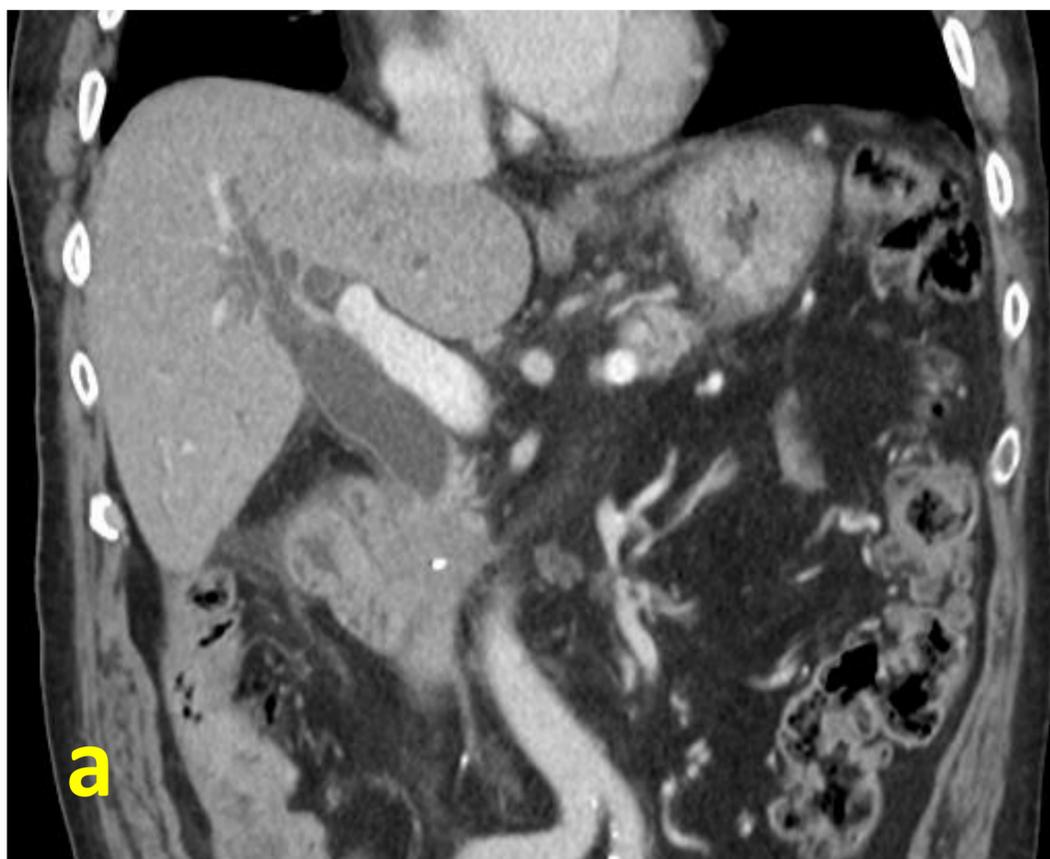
Estenosis por metástasis duodenal recidivada sobre anastomosis duodenoyeyunal: a) reconstrucción coronal de TC donde se ve la obstrucción distal del colédoco por masa de partes blandas en duodeno, b) CTH y DBE, c) CTH y DBI-E.
